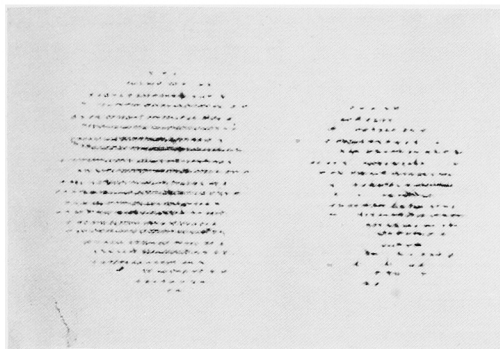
renal scintigram ; experimental ischemia of the r-kidney (I_A).
